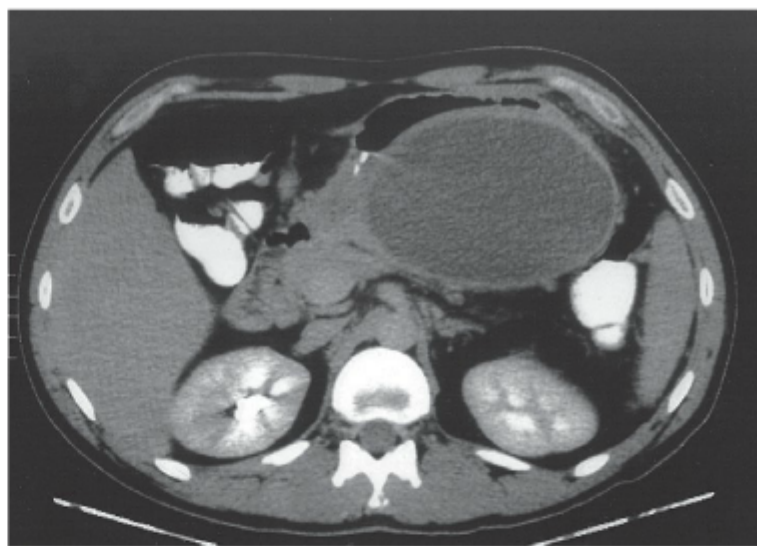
Tomografia computadorizada de um pseudocisto de pâncreas.
